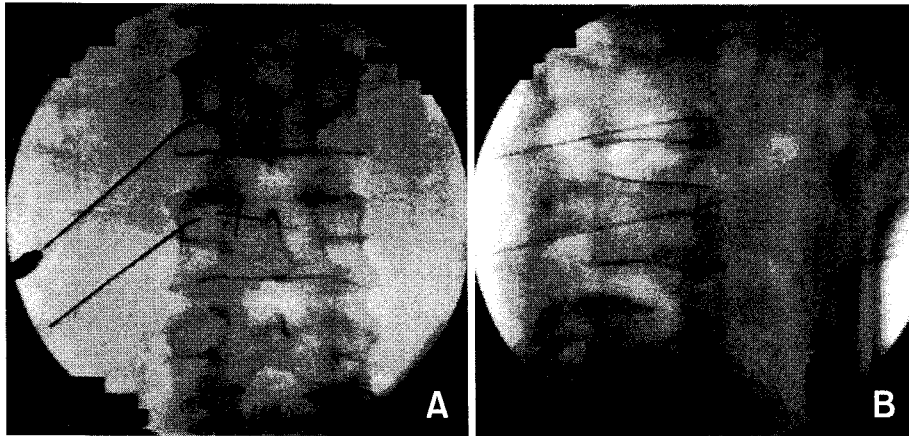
Anteroposterior radiograph (A) and lateral radiograph (B) show the RF cannula positions at L2 and L3 levels for lesioning of lumbar sympathetic ganglion.
